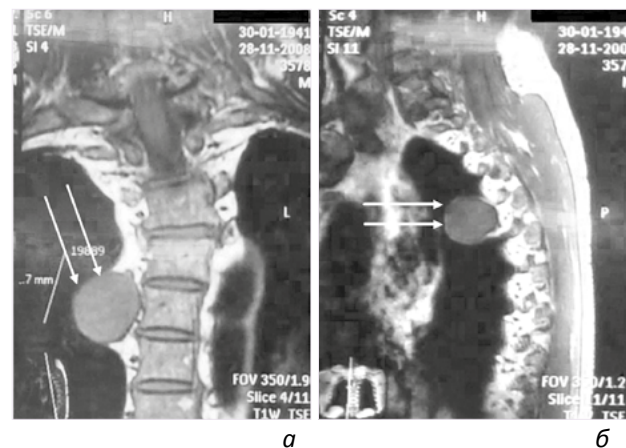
МРТ грудного отдела позвоночника, T1W: корональная (а) и сагиттальная (б) проекции. Паравертебрально справа, на уровне сегментов Th4-Th5, определяется объемное образование средней интенсивности MR-сигнала, окруженное капсулой (стрелки). Распространения образования в позвоночный канал не отмечено
